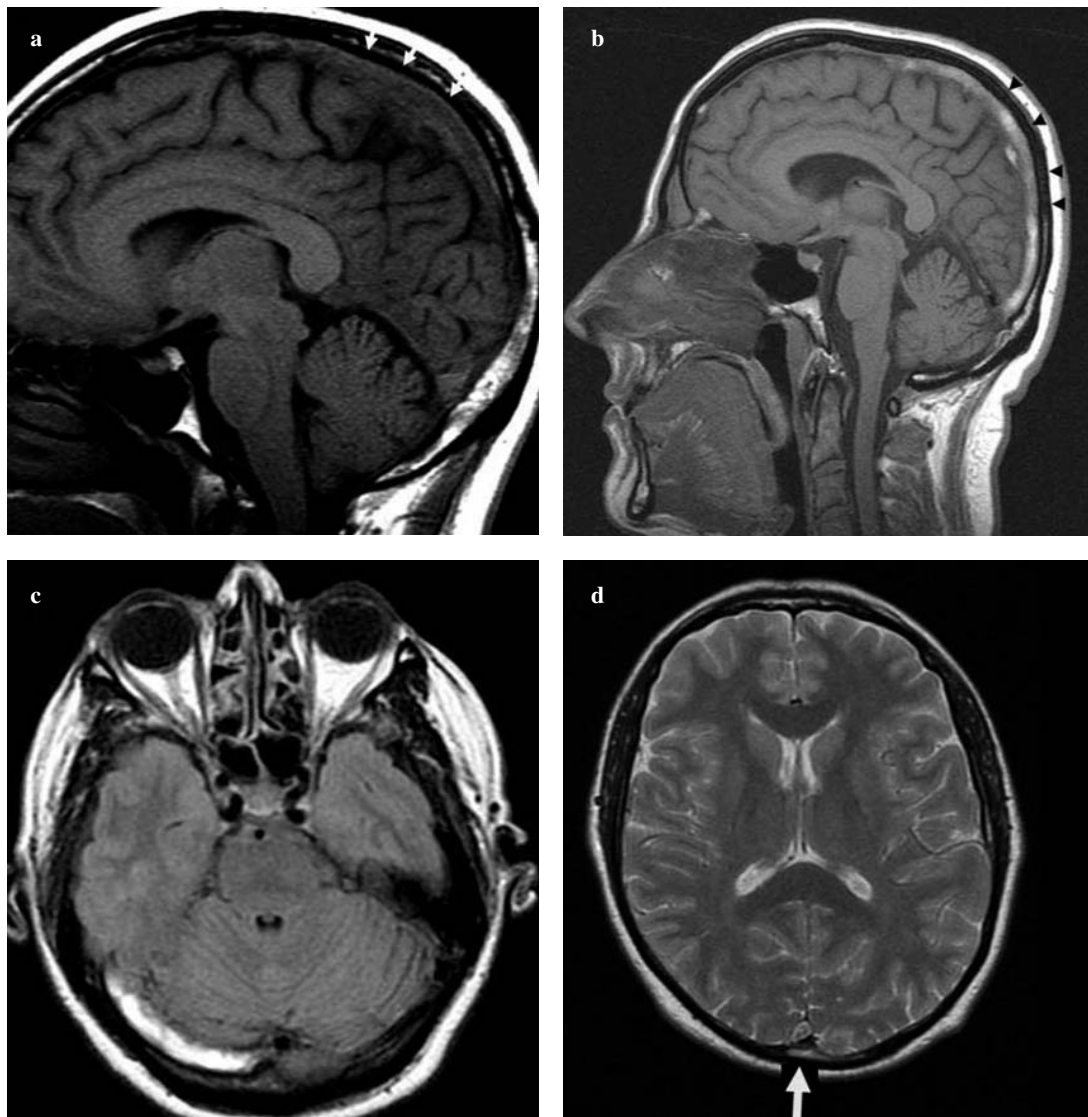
MRI findings in cerebral venous thrombosis (CVT) of the superior sagittal sinus and transverse sinus. Sagittal T1-weighted image (a): during acute CVT, the thrombus is isointense. Sagittal T1-weighted image (b): during subacute CVT, the thrombus is hyperintense. Axial FLAIR image (c): during subacute CVT, the thrombus is hyperintense. Axial T2-weighted image (d): during acute CVT, the thrombus appears hypointense with hyperintense rim.
